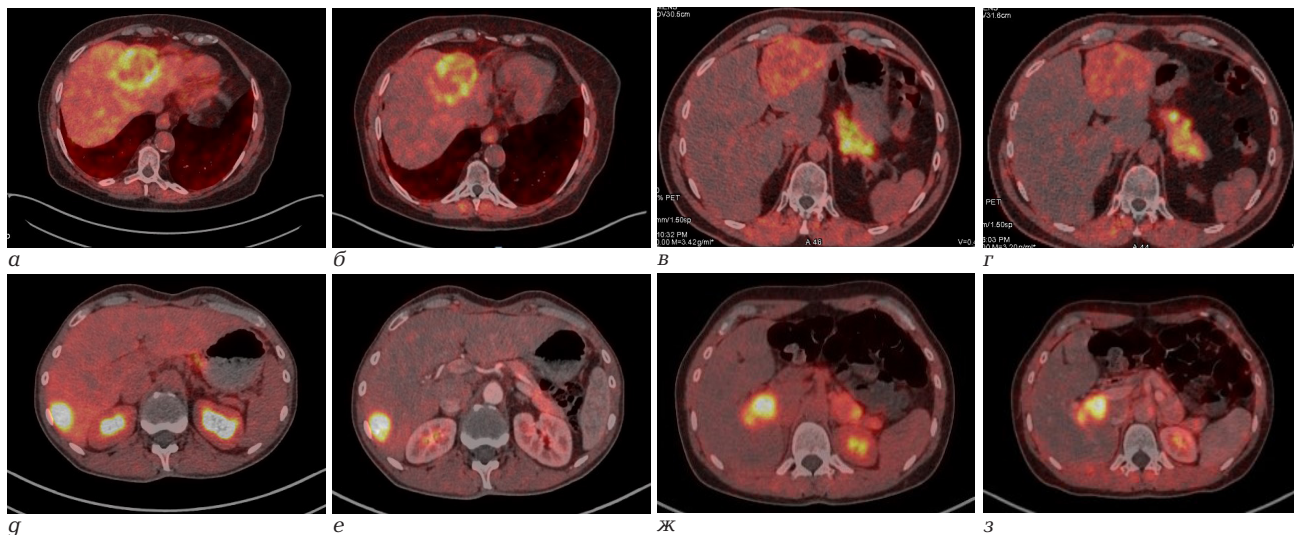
Аксиальные срезы ПЭТ/КТ с ⁶⁸Ga-ФАПИ через 20 мин и 60 мин после введения РФЛП пациентов: с ГЦР (а, б), гемангиомой (в, г), метастатическим поражением печени КРП (г, е) и ФНГ (ж, з)
